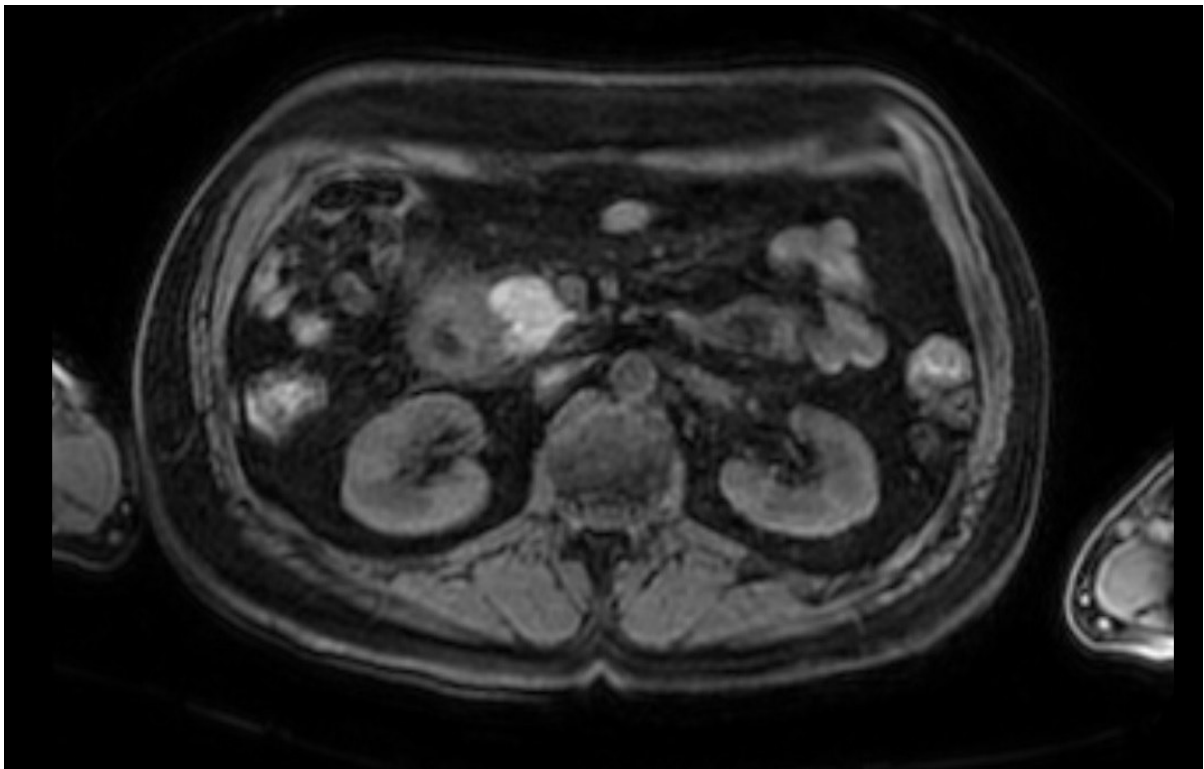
МРТ зміни стінки ДПК та панкреатодуоденальної борозди з запаленням м'яких тканин та кістозними включеннями при парадуоденальному панкреатиті
